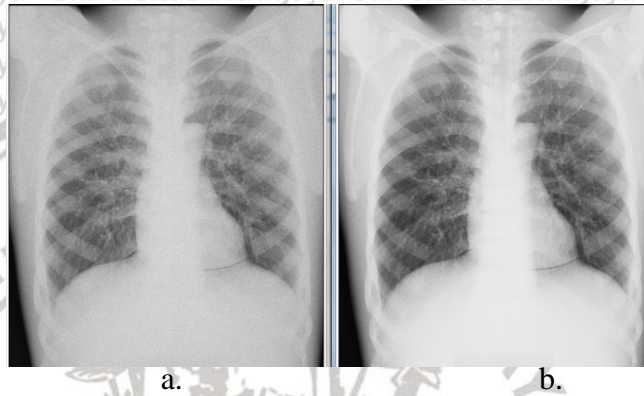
Pengukuran Gray value pada citra radiografi dengan parameter 85 kVp 8 mAs.
